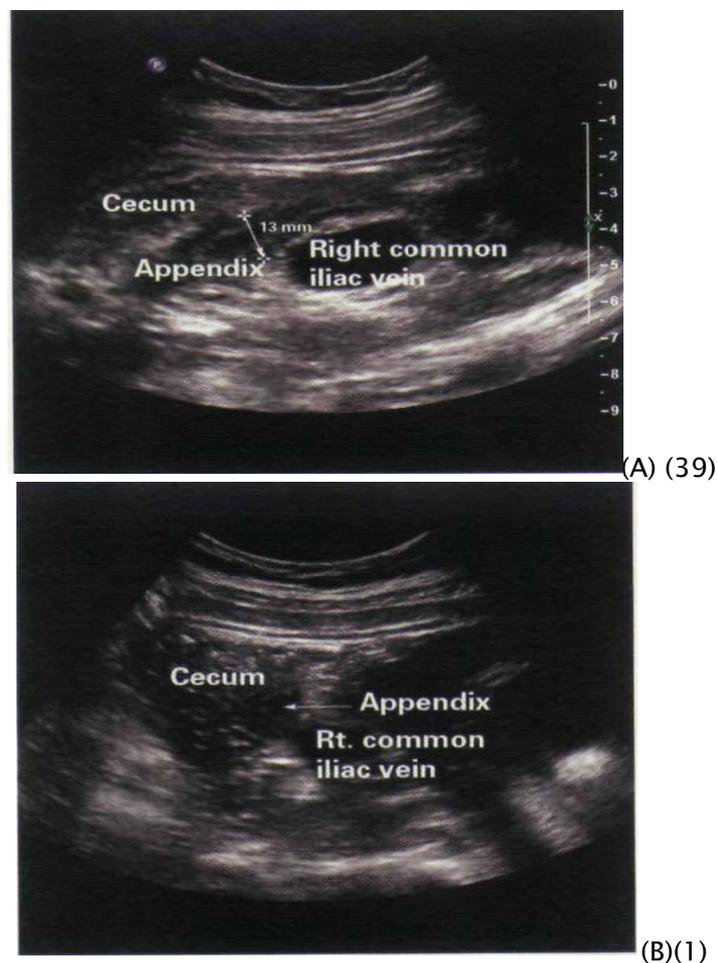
Images échographiques visualisant une inflammation appendiculaire chez une patiente présentant un tableau d'appendicite aigüe à 22SA
